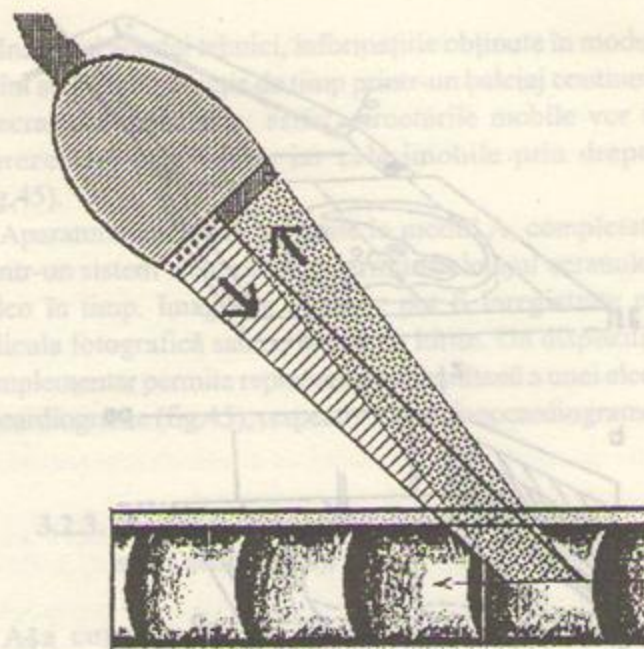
Principiul ultrasonografiei Doppler.
